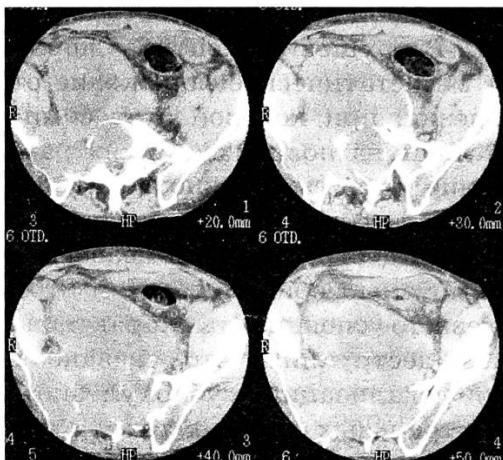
Больной М., 40 лет. Диагноз: хордома S1–S5. КТ.
